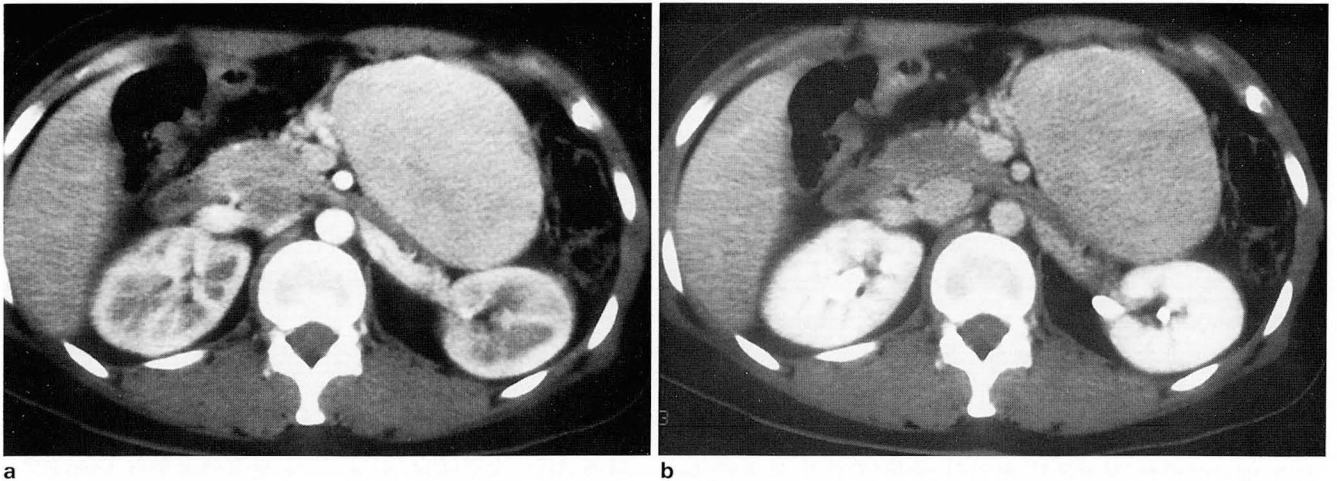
Two phases bolus dynamic CT.
